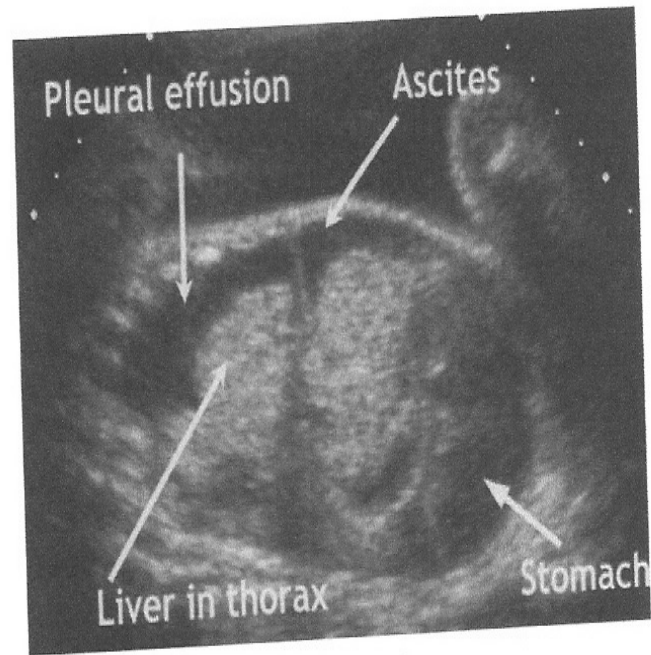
Ultrasound scan of a fetus with a right-sided congenital diaphragmatic hernia shows liver herniation and hydrops with the presence of ascites and a pleural effusion. This patient also had polyhydramnios and placentomegaly.
